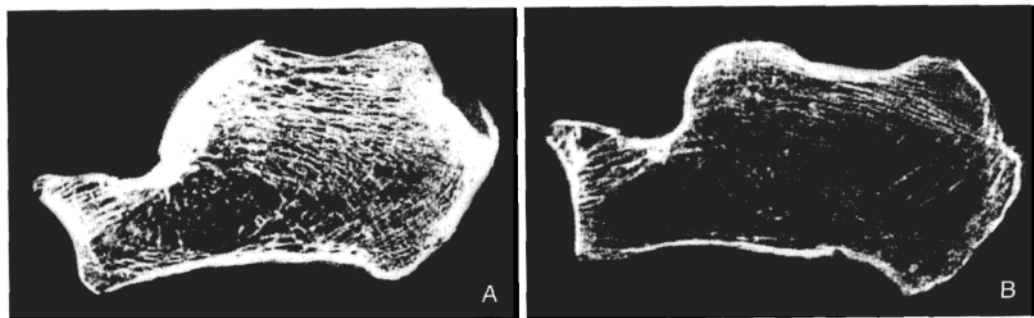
不伴 (A) 和伴有 (B) 骨质疏松性椎体骨折尸体的全跟骨高分辨多层螺旋 CT 图像
